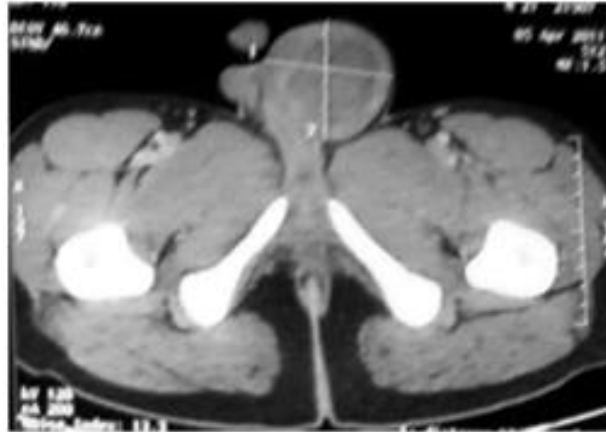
Tomografía computarizada de abdomen y pelvis. Muestra masa testicular a nivel de pubis
